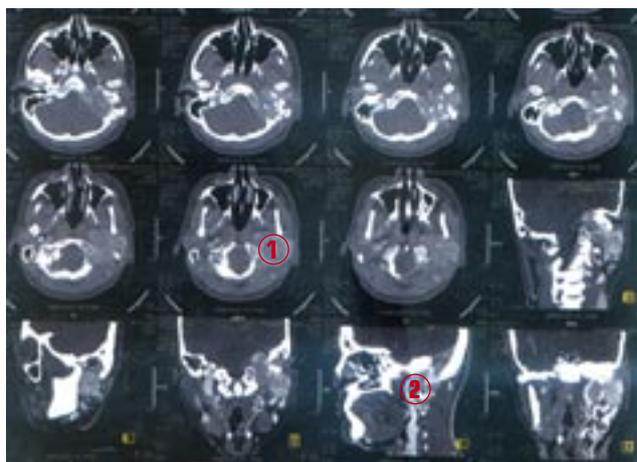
КТ головного мозга до операции. Визуализируется гигантская опухоль, разрушающая пирамиду височной кости.
